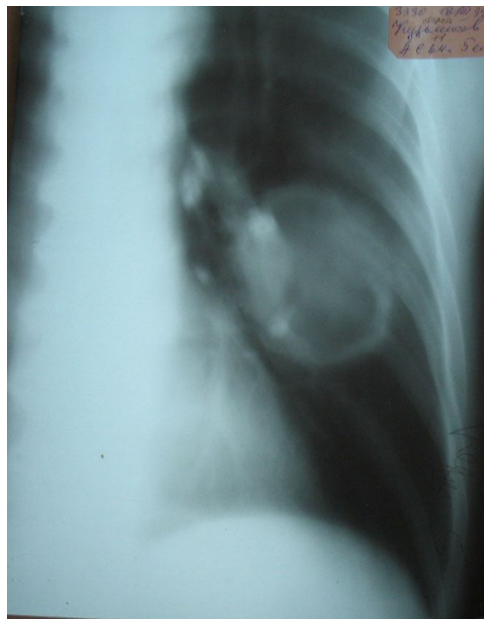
То же наблюдение. Томограмма органов грудной полости в прямой на проекции на глубине 5 см. Кольцевидная тень имеет неравномерную толстую стенку до 1,0 – 1,5 см, возможно за счёт пристеночных секвестров у медиальной и латеральной стенок.
